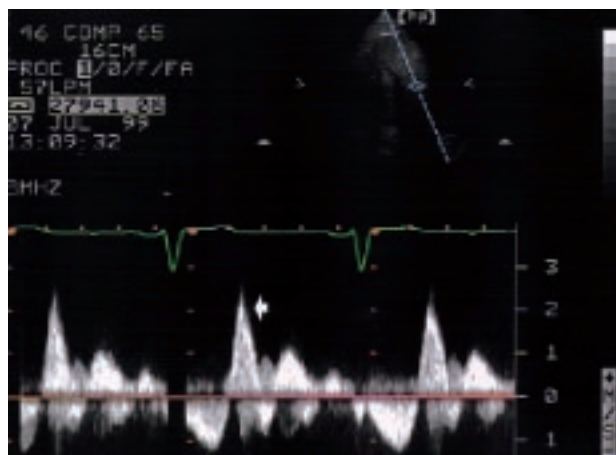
Doppler espectral en el que se puede objetivar un flujo anormal dirigido hacia el ápex ventricular que precede al flujo de llenado mitral (flecha).
